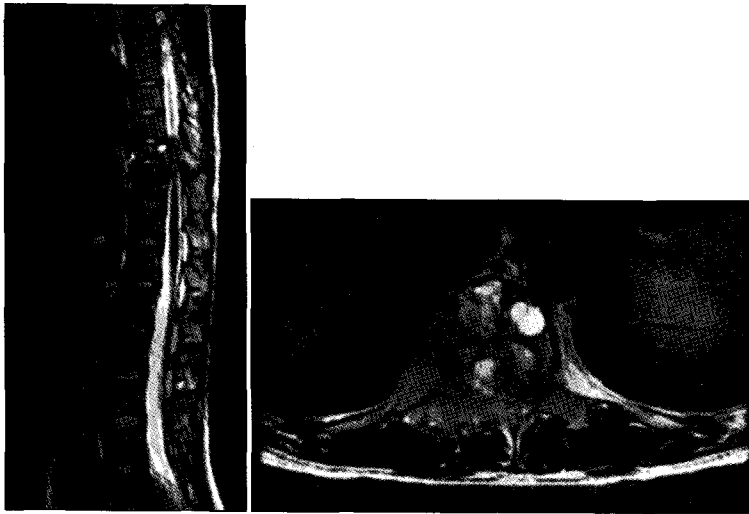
Preoperative MRI shows the mass at T10 involving vertebral body, both pedicles, spinous process and right sided laminae, and extended into spinal canal, right costovertebral joint and posterior segment of right 10th rib.
